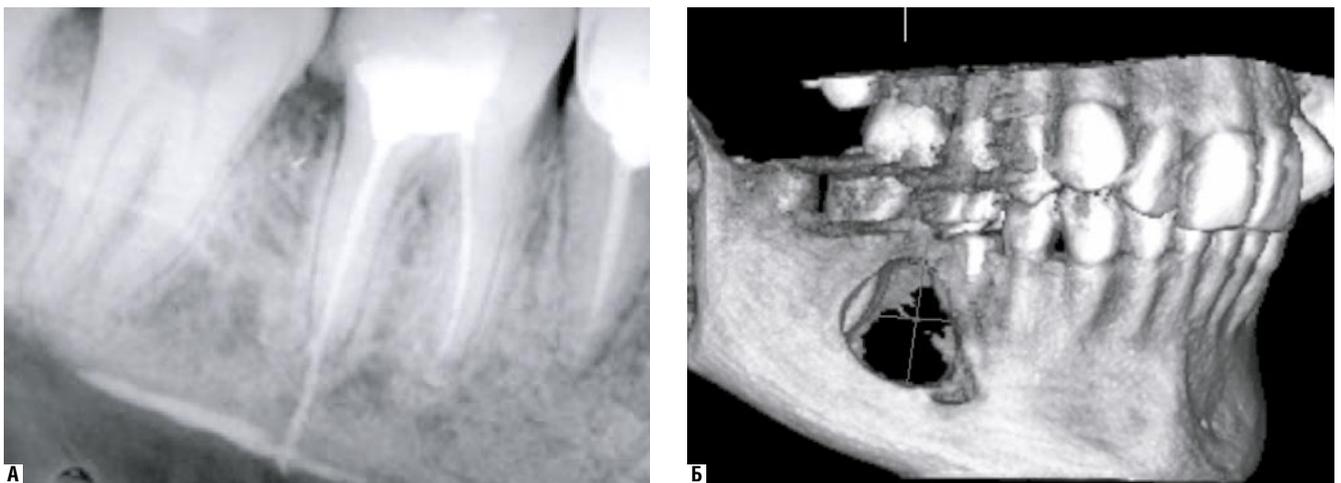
Больная Ж. А – рентгенограмма до операции, пломбировочный материал, выведенный в нижнечелюстной канал при эндодонтическом лечении 46 зуба. Б – компьютерная томограмма, послеоперационный дефект
